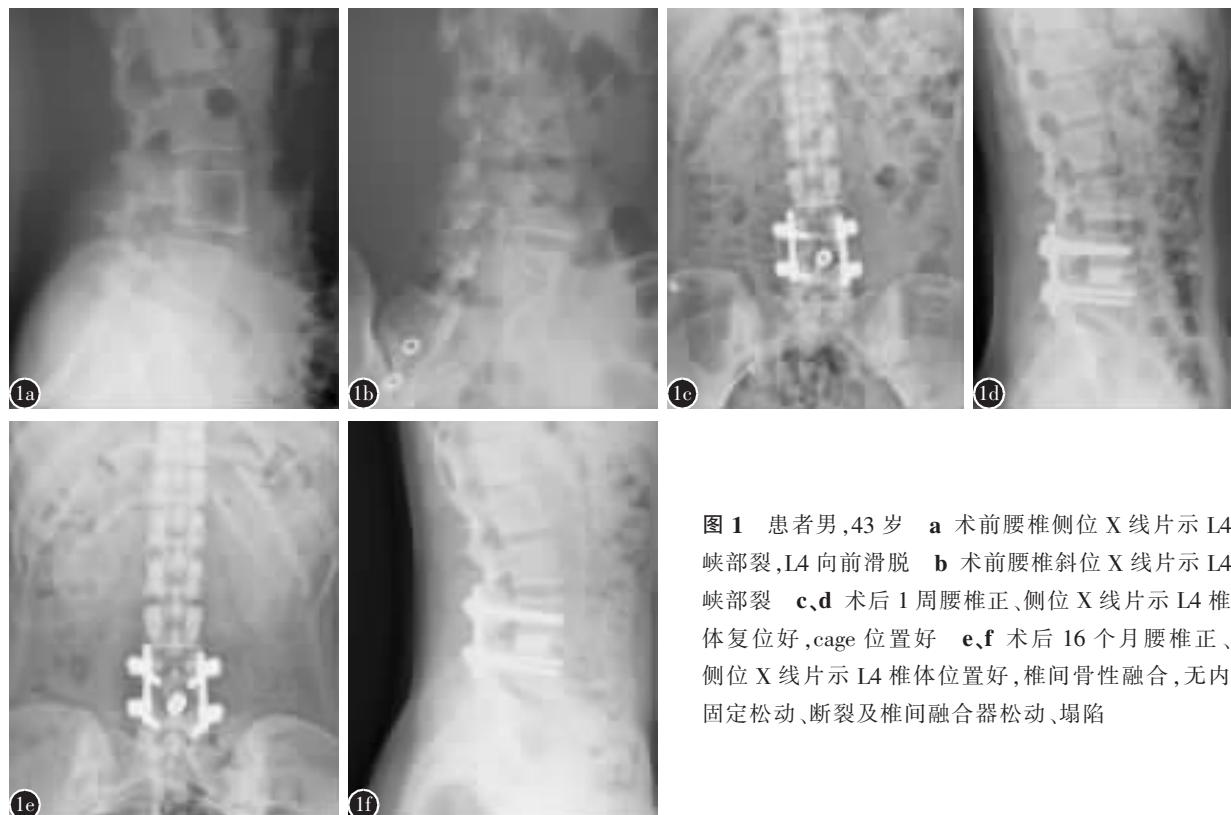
患者男,43岁 a 术前腰椎侧位X线片示L4峡部裂,L4向前滑脱 b 术前腰椎斜位X线片示L4峡部裂 c,d 术后1周腰椎正、侧位X线片示L4椎体复位好,cage位置好 e,f 术后16个月腰椎正、侧位X线片示L4椎体位置好,椎间骨性融合,无内固定松动、断裂及椎间融合器松动、塌陷
